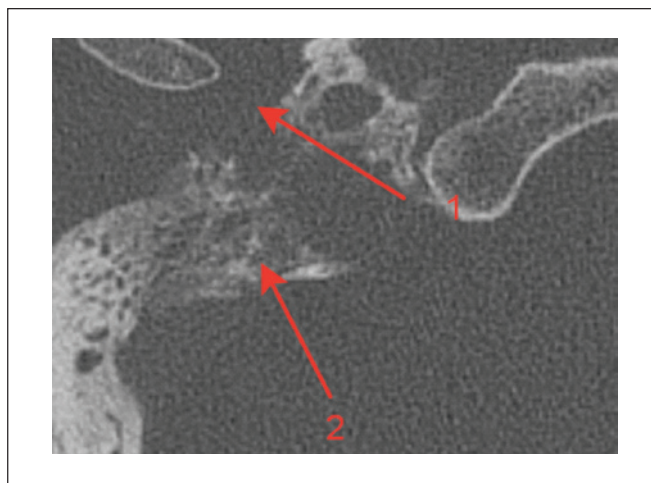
КТ правой височной кости, аксиальная проекция. Параганглиома, тип С: задняя стенка нижнечелюстной ямки местами не определяется (1). На уровне яремной ямки определяется мягкотканное содержимое, которое разрушает костные стенки гипотимпанума (2).
